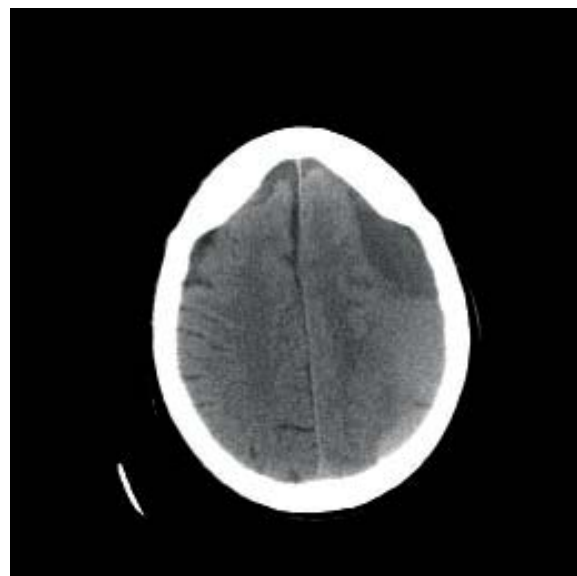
TAC CONTRASTE: Hematoma subdural crónico con resangrado.
